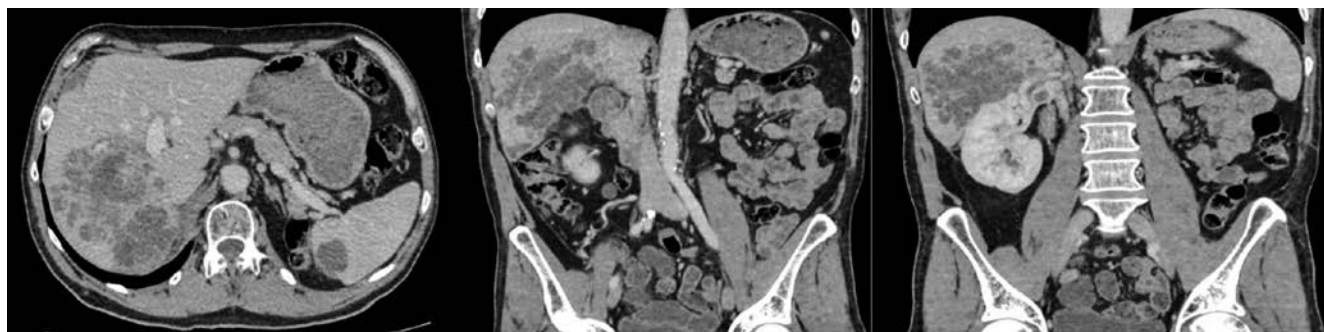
КТ ОБП. Метастатическая кистозная трансформация печени и селезенки. Частичный ответ. Собственное наблюдение.
